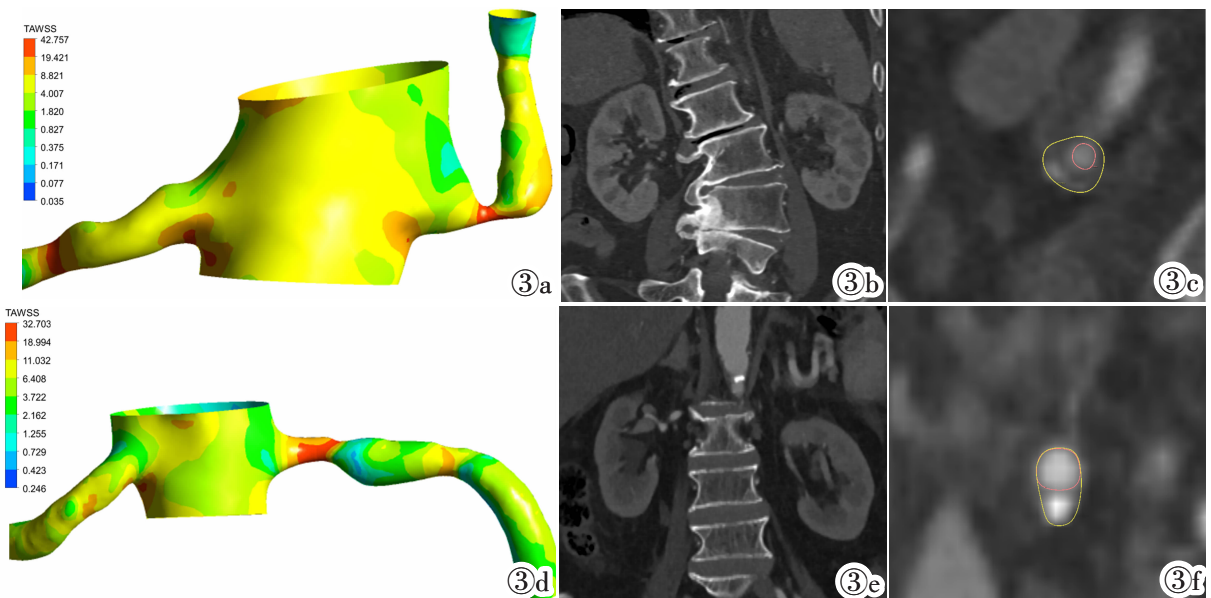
~3c 男,86 岁,计算流体动力学模型显示为高 WSSR(图 3a);CTA 冠状位重建图像显示左肾皮质厚度较对侧变薄(图 3b);CTA 重建图像显示左肾动脉中度狭窄,狭窄程度为 52.4%,斑块负荷为 78.0%(图 3c)。图 3d~3f 女,93 岁,计算流体动力学模型显示为低 WSSR(图 3d);CTA 冠状位重建图像显示左肾皮质较对侧未见变薄(图 3e);CTA 重建图像显示左肾动脉中度狭窄,狭窄程度为 50.1%,斑块负荷为 47.1%(图 3f)。
